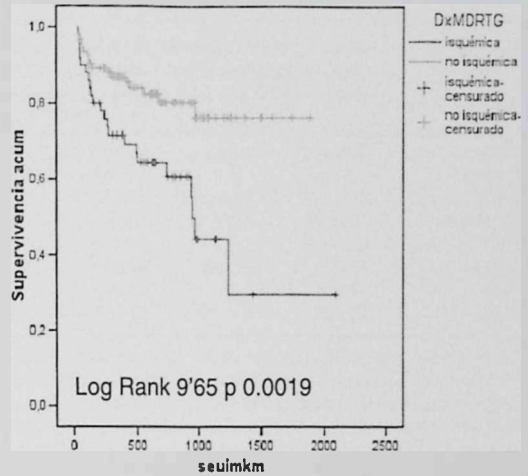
Análisis de la supervivencia: la presencia de RTG isquémico se asocia a una menor supervivencia libre del evento combinado (muerte y reingreso por ICC)
